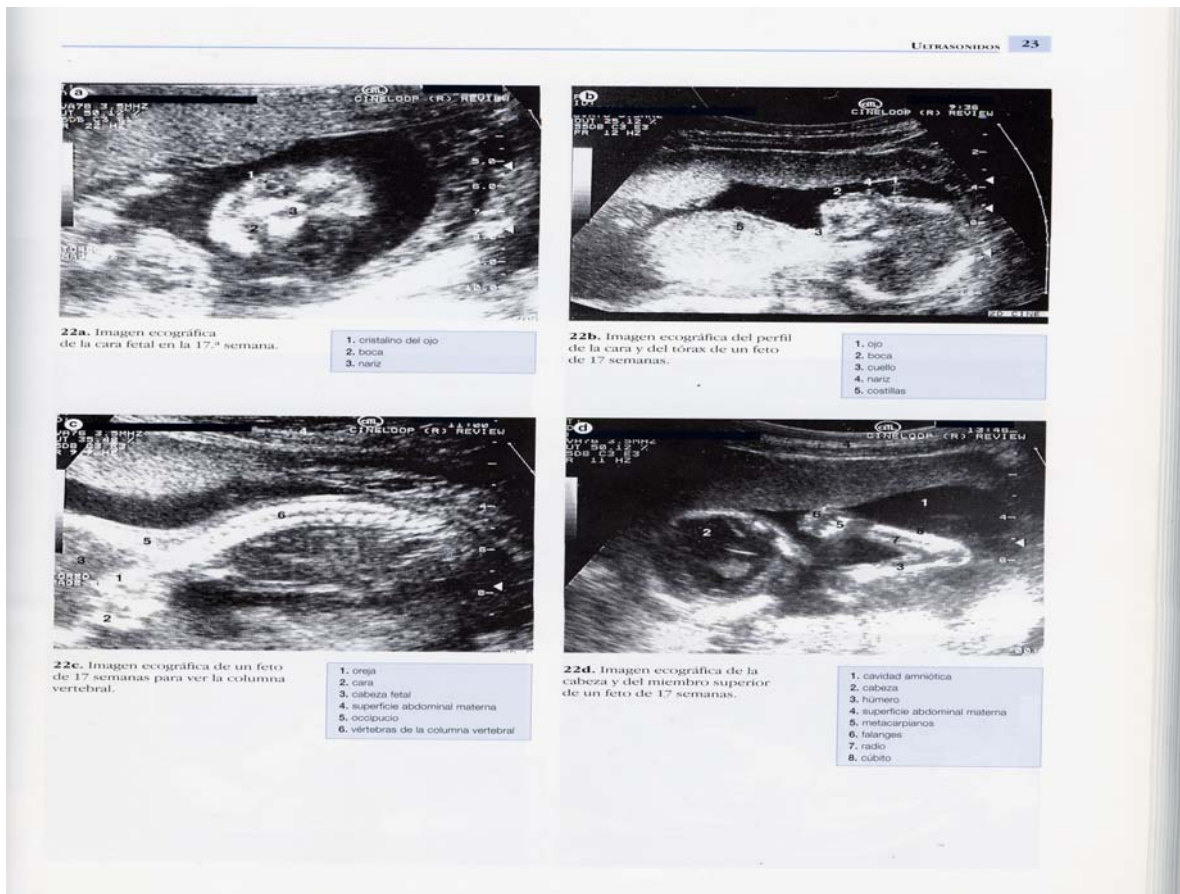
Imágenes ultrasonográficas de alta resolución, tomadas del libro “Gran Atlas de la vida antes de nacer”, Marjorie A. England, editorial Océano, España, 2ª. Ed. Año 1,996.
